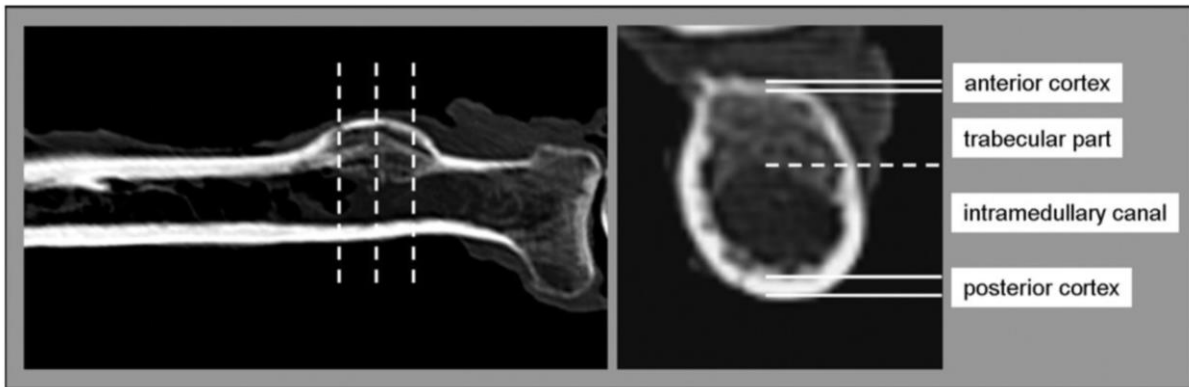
CT-Vorversuche: Messung der Knochendichte u. Kortexdicke (Bild aus (Siebenlist et al., 2011b)) links: Die gestrichelten Linien zeigen die ROI im proximalen, zentralen und distalen Bereich der Tuberositas radii. Rechts: axialer Scan zur Vermessung der Knochenkortices
